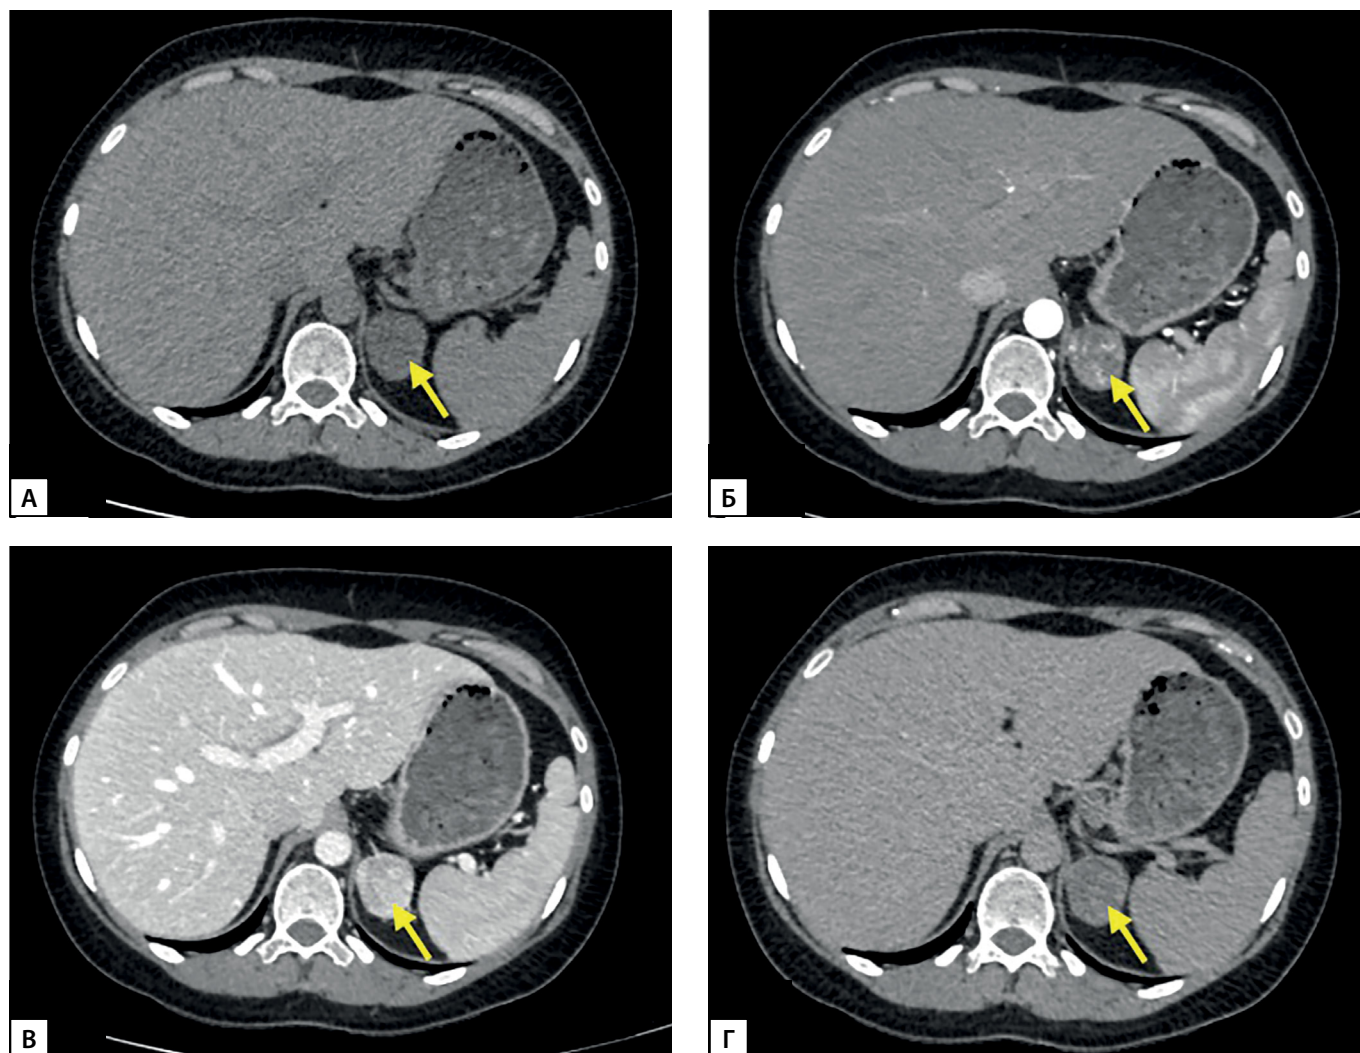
МСКТ надпочечников: А — нативная фаза; Б — артериальная фаза; В — венозная фаза; Г — отсроченная фаза.
